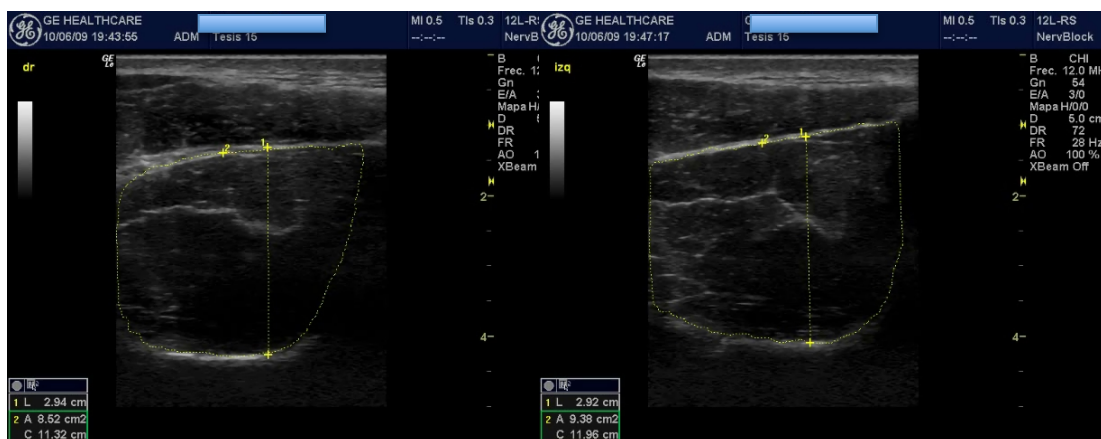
Imagen oblicuo/sagital de la ecografía del músculo supraespinoso donde se ha delimitado el Área de Sección Transversa (1) y la Sección Transversa (2).
